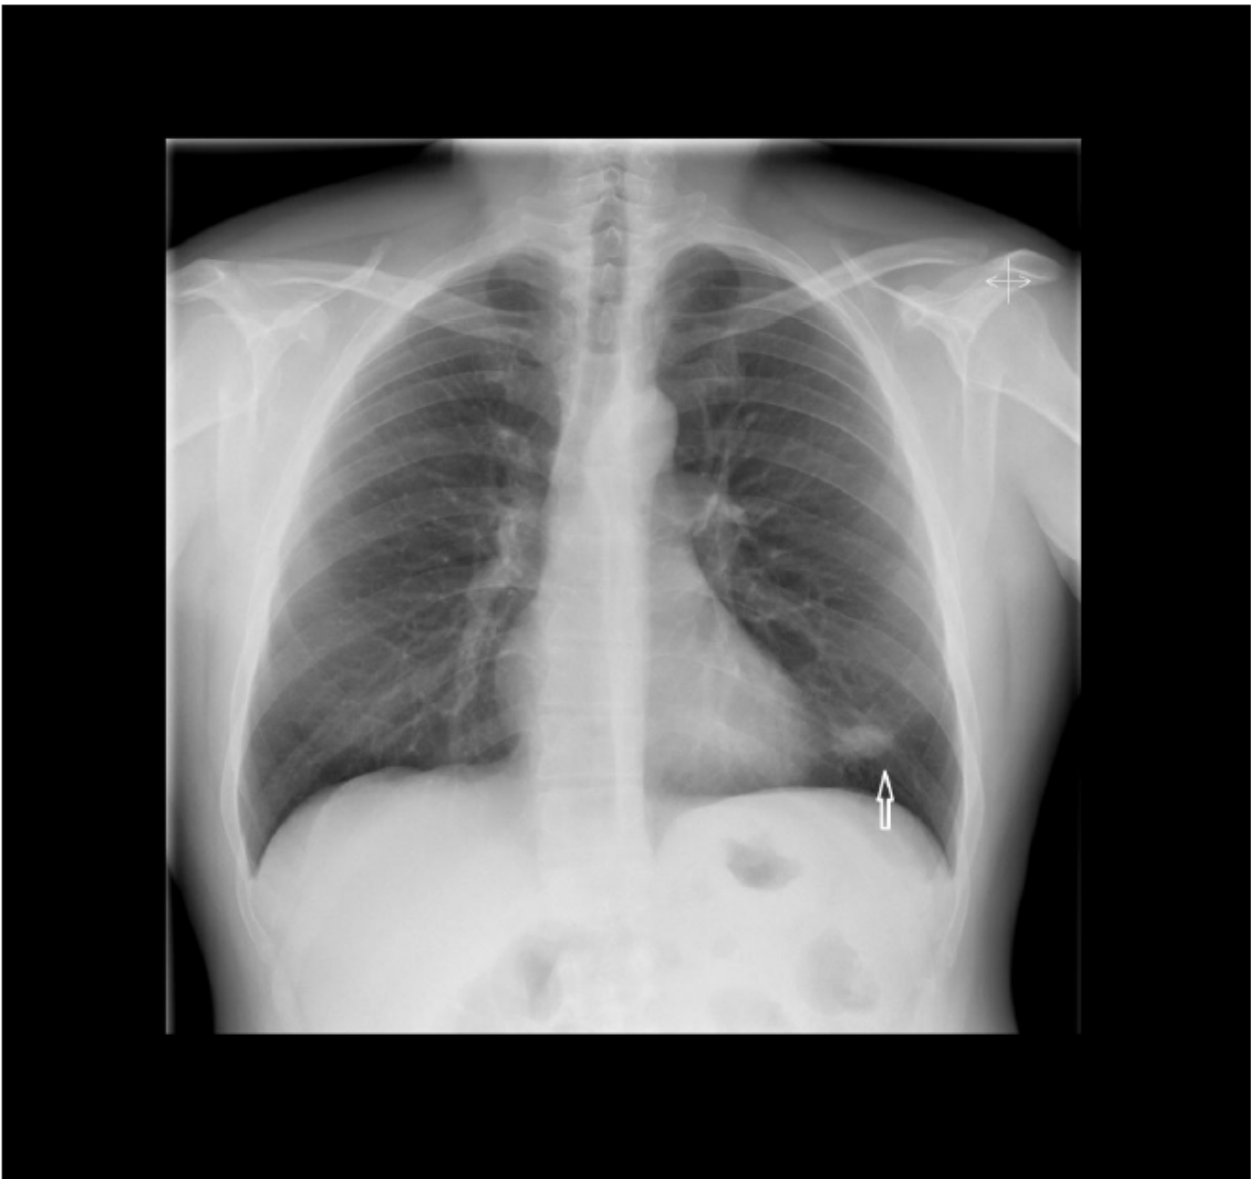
Radiografía de tórax. Proyección posteroanterior.
